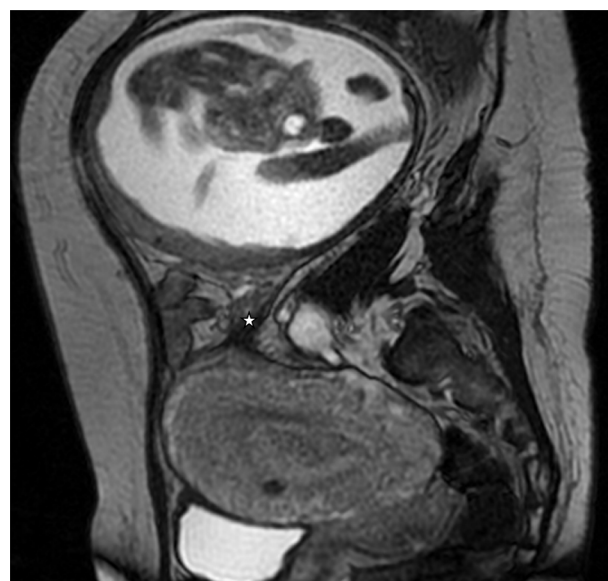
Séquence IRM en pondération T2 objectivant le moignon de la corne rudimentaire (☆) et la grossesse développée au dépend.
